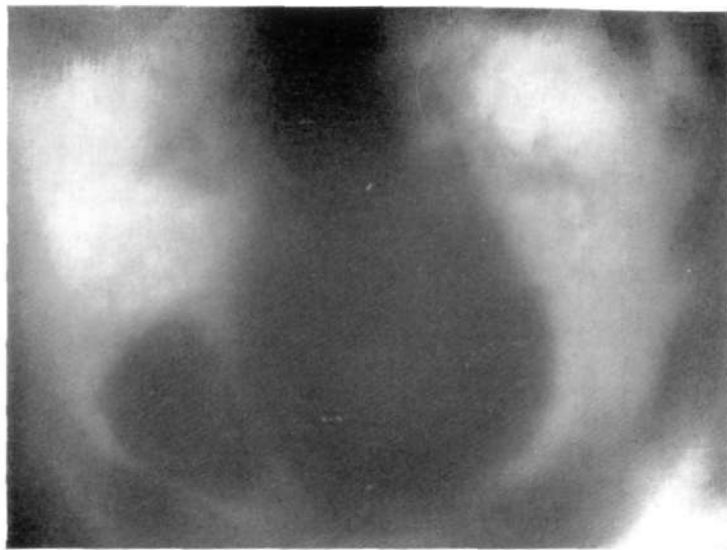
Целомическая киста. Поперечная томограмма.
